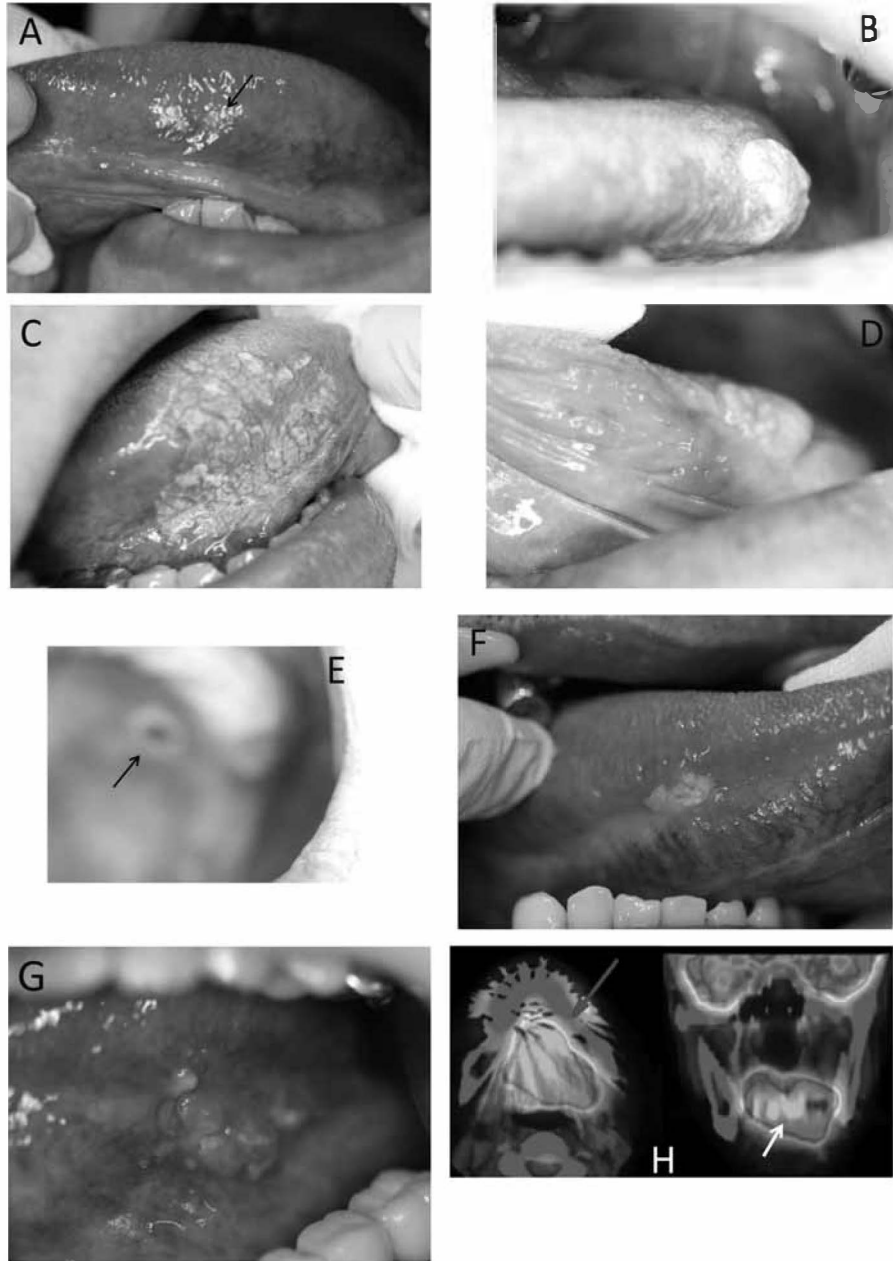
症例1から症例7の口腔所見と症例8のPET所見
